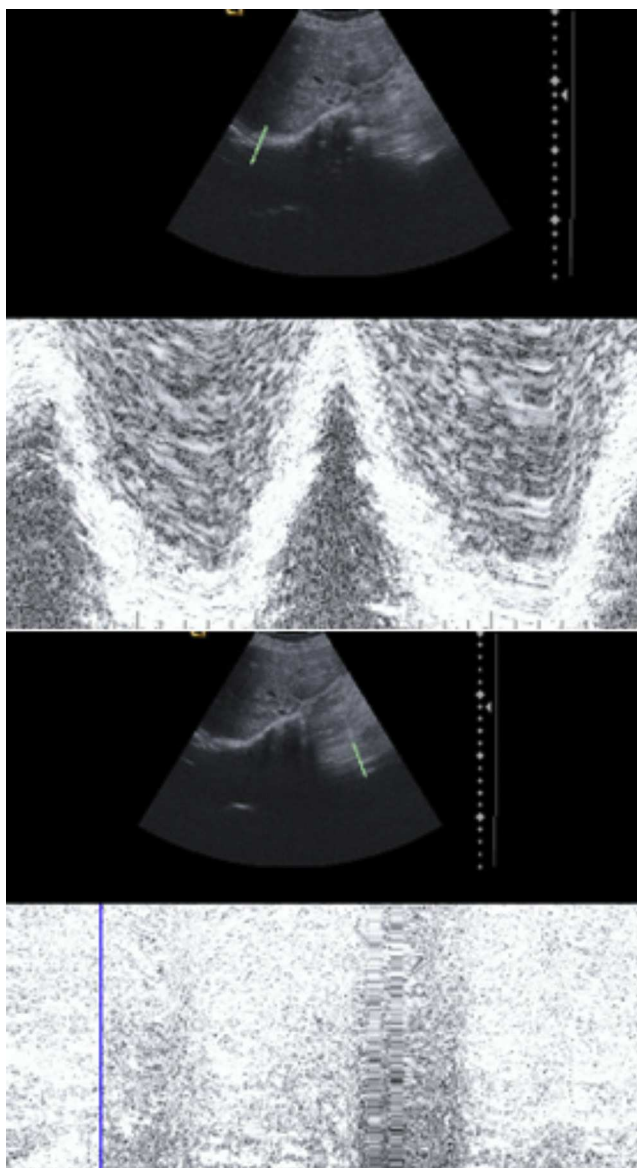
Ecografía torácica: A) Diafragma derecho de características normales. B) Diafragma izquierdo que no se visualiza.
